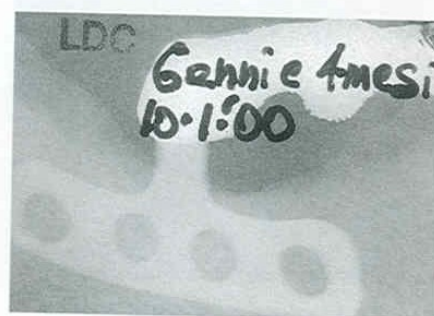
L'aspetto radiografico dopo circa 6 anni di funzione; si può notare come la parte di tessuto che non è stata demolita appaia più radiopaca, indice di maggiore densità
